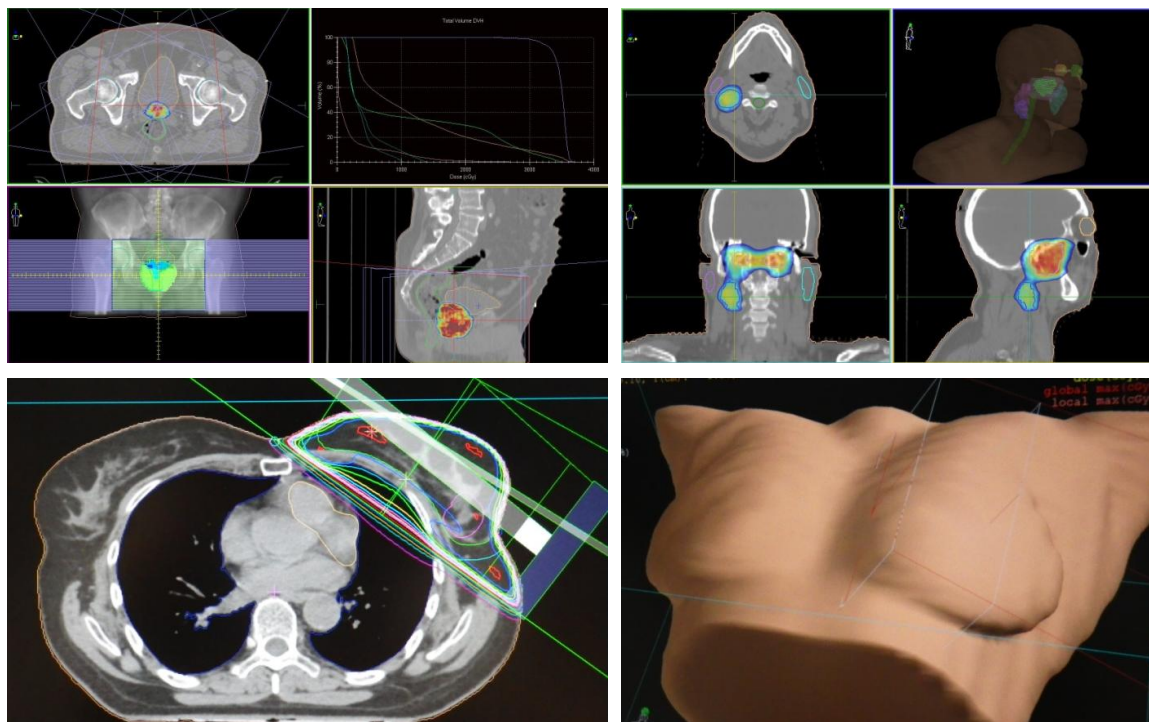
Reconstrução tridimensional de volumes, baseados em imagens de TC para planeamento conformacional 3D em radioterapia.
